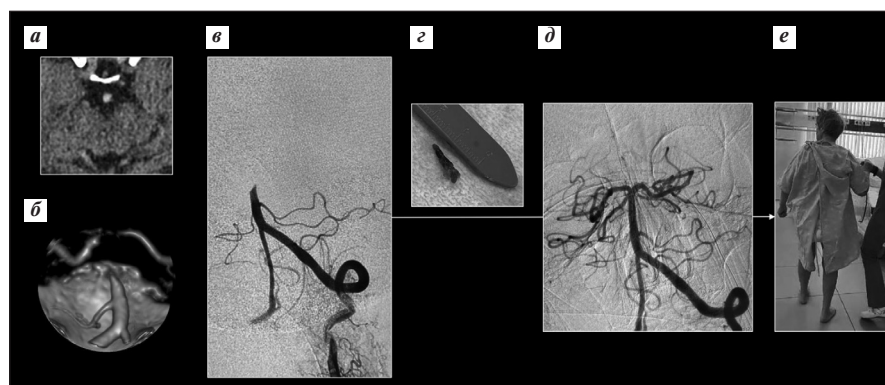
Клинический пример синдрома «верхушки» базиллярной артерии. Пациентка 74 лет с артериальной гипертензией утром пошла в туалет, родственники услышали ее крик, после вскрытия двери обнаружили пациентку на полу без сознания. Вызвана бригада скорой помощи, пациентка переведена на ИВЛ, доставлена в стационар в состоянии седации и миоплегии. При проведении первичной КТ головного мозга без контрастирования (а) выявлен симптом гиперденсивной базиллярной артерии. КТ-ангиография (б) подтвердила наличие окклюзии дистального отдела основной артерии. Аналогичная картина получена при проведении селективной церебральной ангиографии (в). Выполнена аспирация эмбола (г), кровоток в бассейне основной артерии восстановлен (д). На следующее утро пациентка вертикализирована, неврологический статус в норме (е). Поиск причины инсульта позволил выявить фибрилляцию предсердий, назначен прямой оральным антикоагулянт для вторичной профилактики инсульта на 3-и сутки
